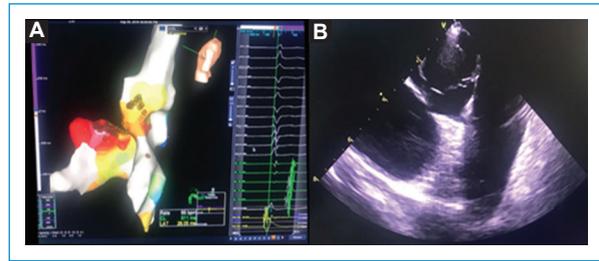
A: aplicación de radiofrecuencia en zona de mayor precocidad en región parahisiana (color rojo). B: ecografía intracardiaca para el abordaje de la región parahisiana a través de la cúspide coronaria derecha.
